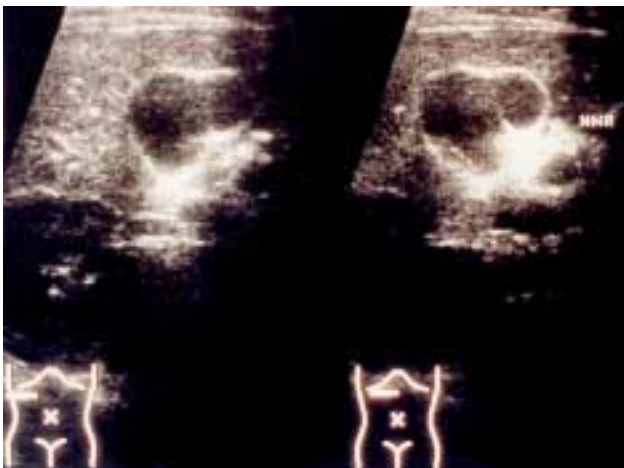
Ultrasonido vesicular. Pared engrosada. Presencia de septo. Posible vesícula en gorro frigio.
